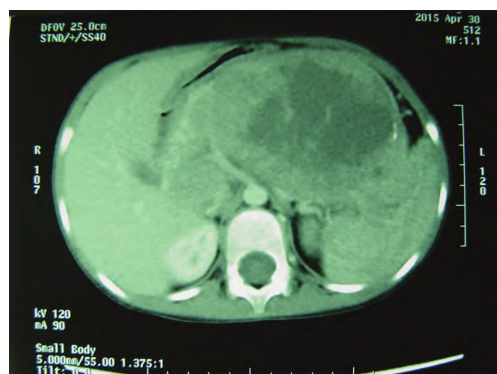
CT 示后腹膜巨大肿瘤,边界欠清,肿瘤密度不均匀
